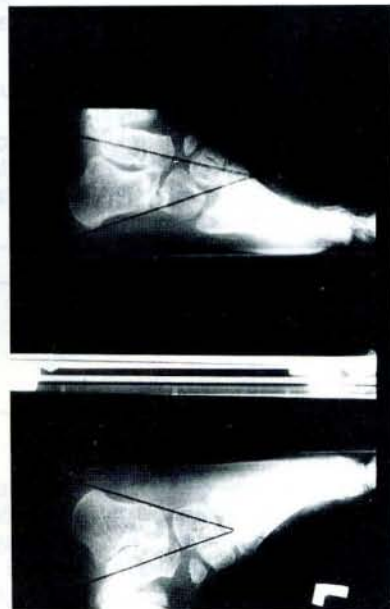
24 aylık bilateral PEV olan kız hasta. Pre-operatif ön-arka grafisi
